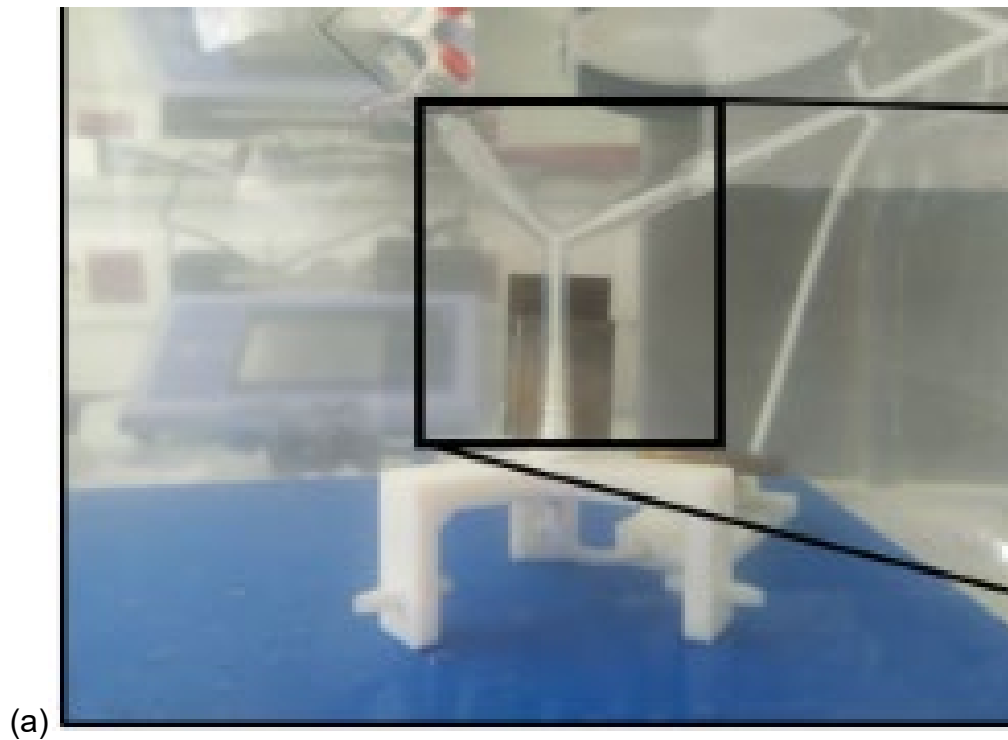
(a) Géométrie du fantôme de bifurcation en forme de T utilisé pour les essais *in-vitro*, (b) à gauche image échographique Bmode du fantôme en imagerie ultrarapide et (b) à droite le Doppler ultrasensible de puissance.
